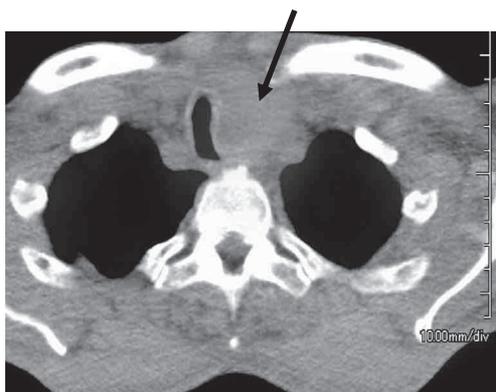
PET/CTでは頸部リンパ節にFDG集積をともなう腫脹を認め、転移と考えた (矢印)。上部消化管内視鏡では頸部食道に圧排性狭窄を認め、ほぼ閉塞している状況であった。
